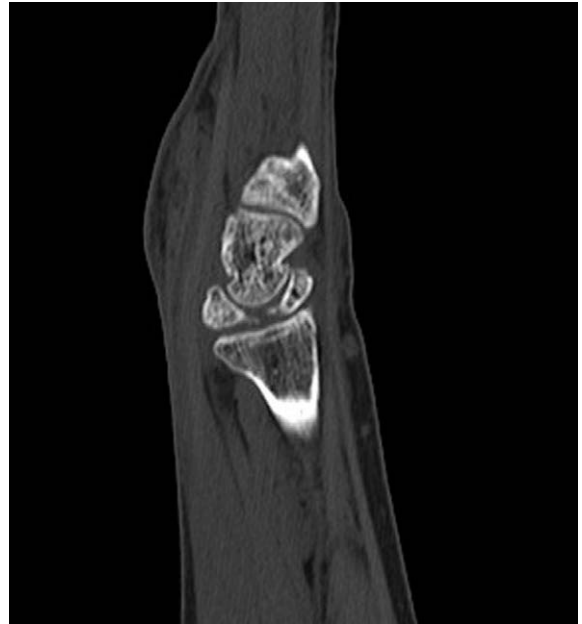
Computed tomography of right wrist showed evidence of callus formation between volar and dorsal lunate fragments without smooth and well corticated margin.
